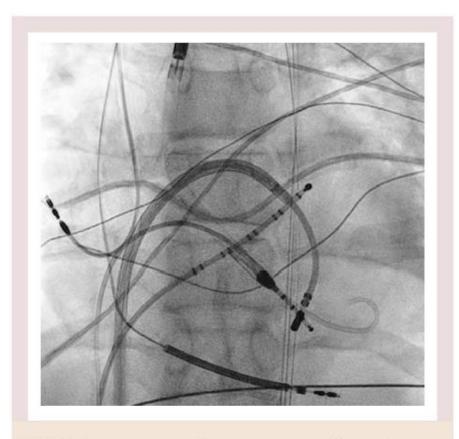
Рентгеноскопическое изображение (проекция в прямой проекции) сердца, показывающая абляционный катетер, введенный в левый желудочек через и ретроградно введенное устройство Impella.
